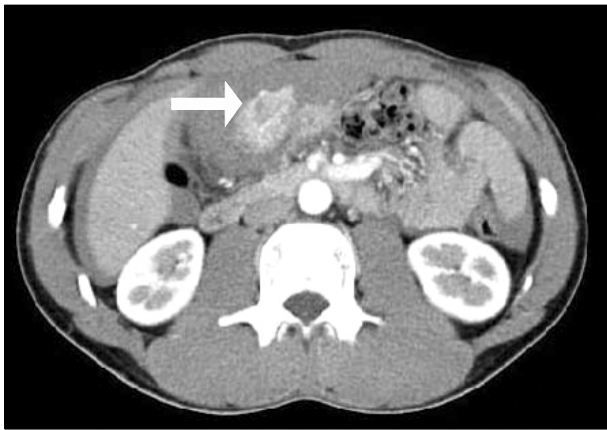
Initial abdominal CT finding showed large amount of fluid collection in abdominal cavity, and extraluminal mass lesion was seen in the gastric antrum (arrow).
